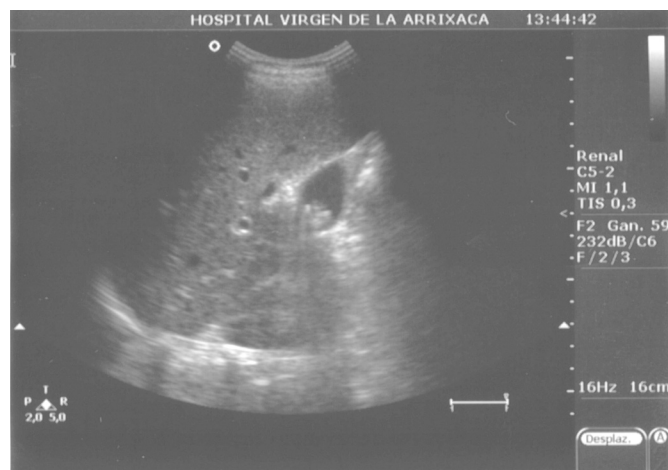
Imagen de coledocolitiasis en ecografía abdominal.
